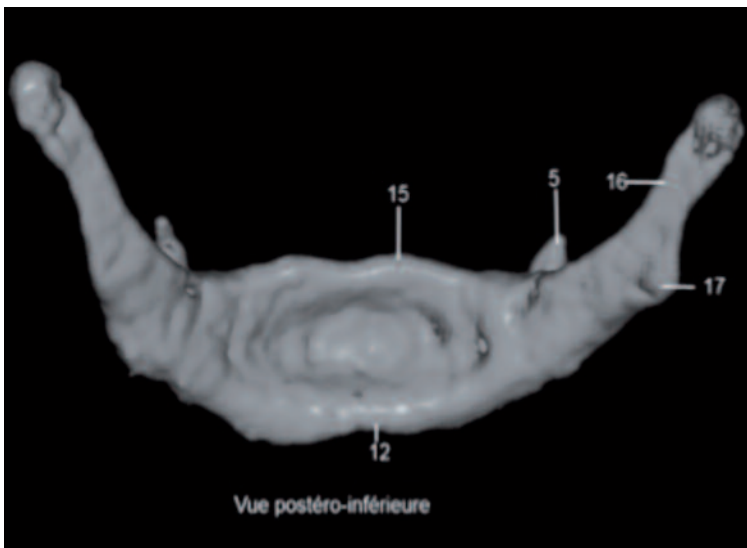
Os hyoïde. Vue postéro-inférieure (CBCT).
